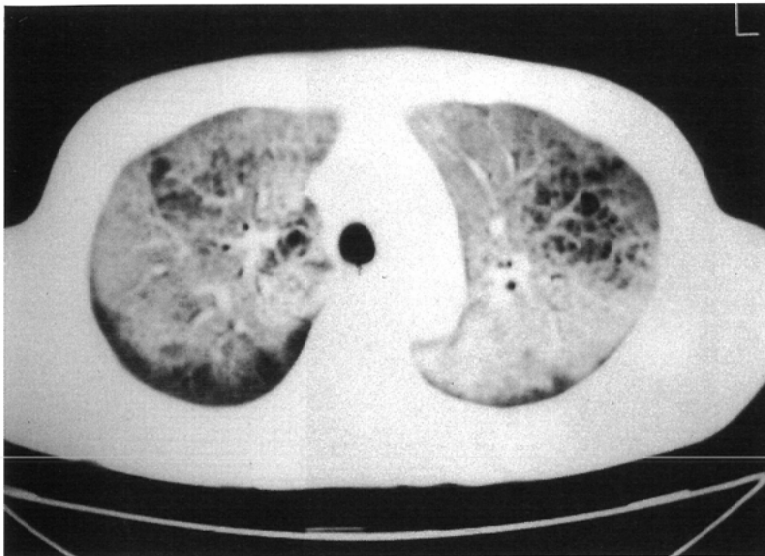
CT image in a patient with AIDS and pneumocystis carinii pneumonia. Note geographic ground-glass opacity and cavities within the opacity.
